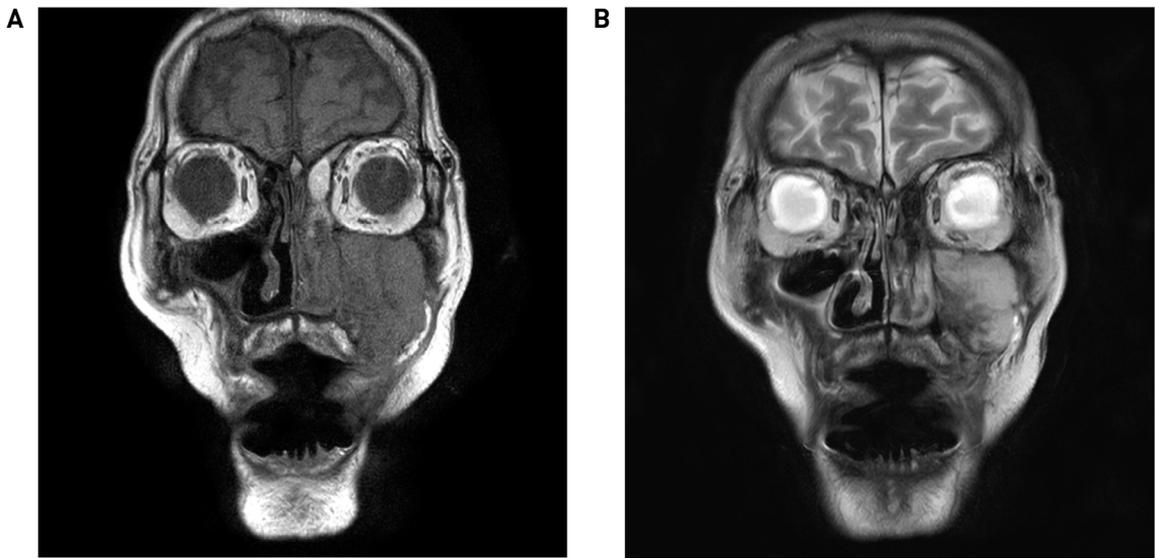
Initial MR image. MR image showed (A) hypointense mass on a T1-weighted image and (B) heterogeneous signal intensity on a T2-weighted image with restriction of diffusion.
